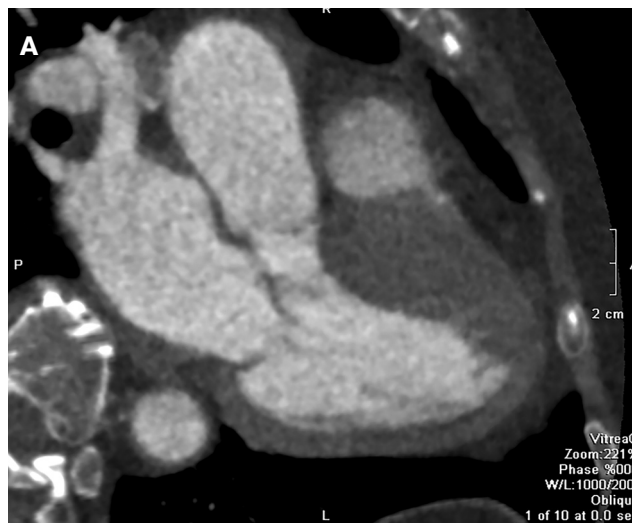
Комп'ютерно-томографічне зображення серця з контрастним підсиленням у пацієнтки з обструктивною формою гіпертрофічної кардіоміопатії. Обструкція вихідного тракту лівого шлуночка.
